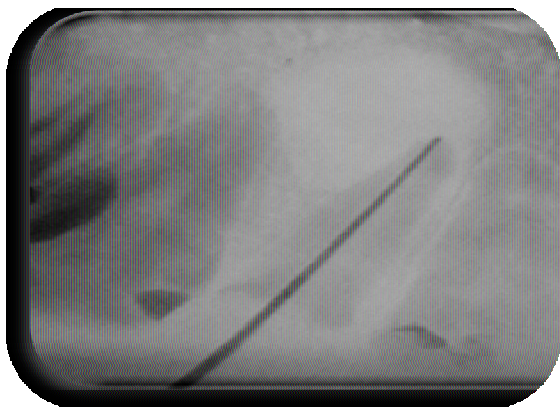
radiographie lime en place de la 12
